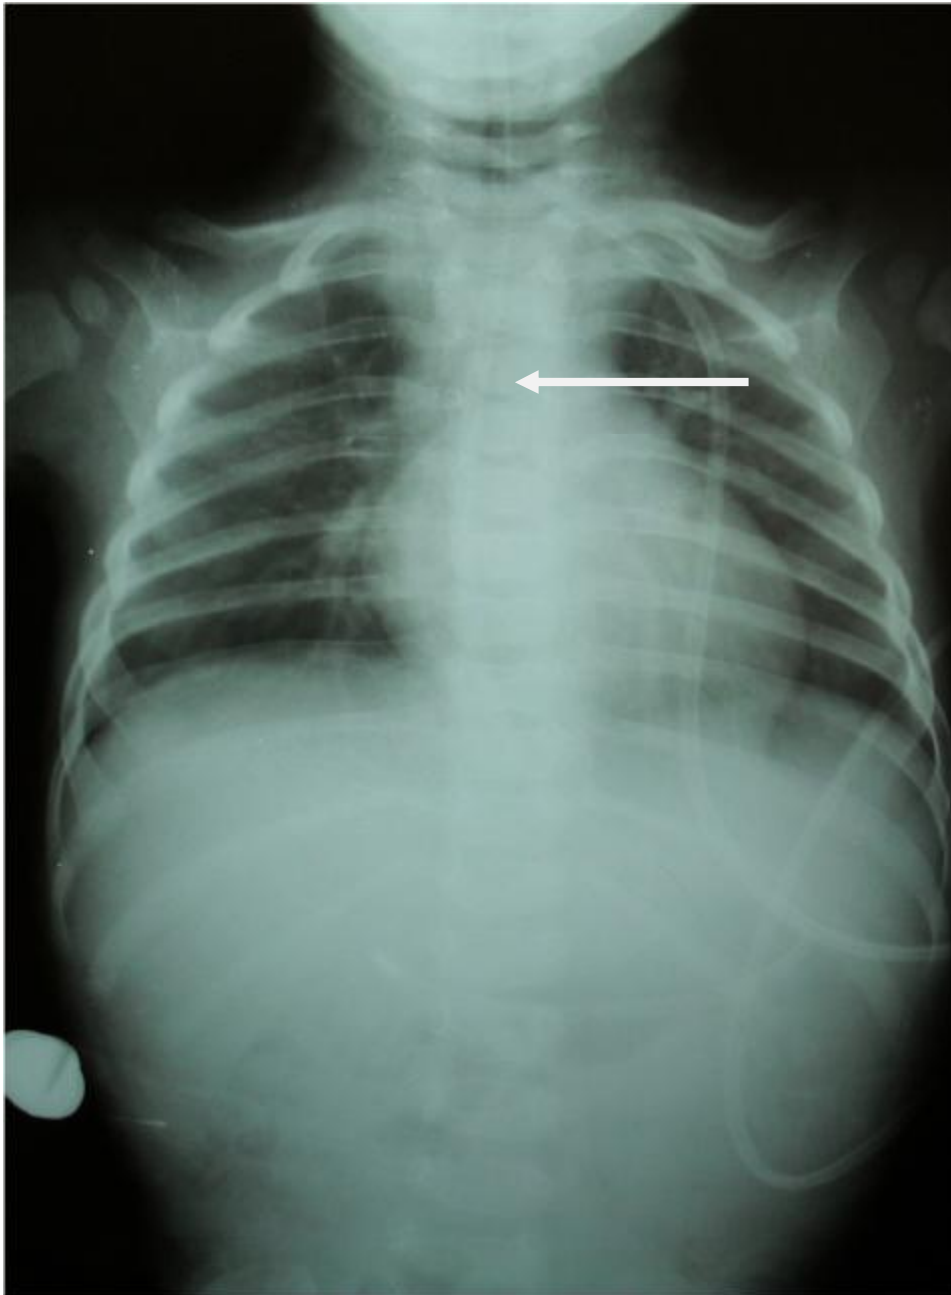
Radiographie thoraco-abdominale montrant l'ombre de dilatation œsophagienne.
